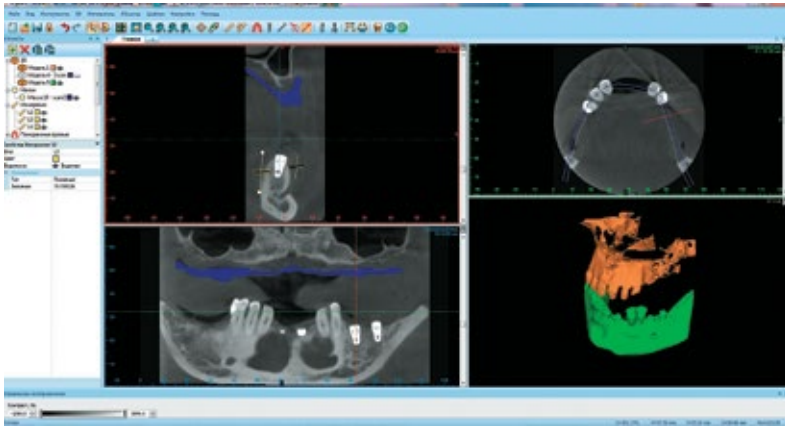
а – ОПТГ пациентки С., 21 года. В области отсутствующего зуба 3.7 установлен ЦИ; б – фрагмент КТ пациентки С., 21 года, видно повреждение ЦИ зуба 2.7
